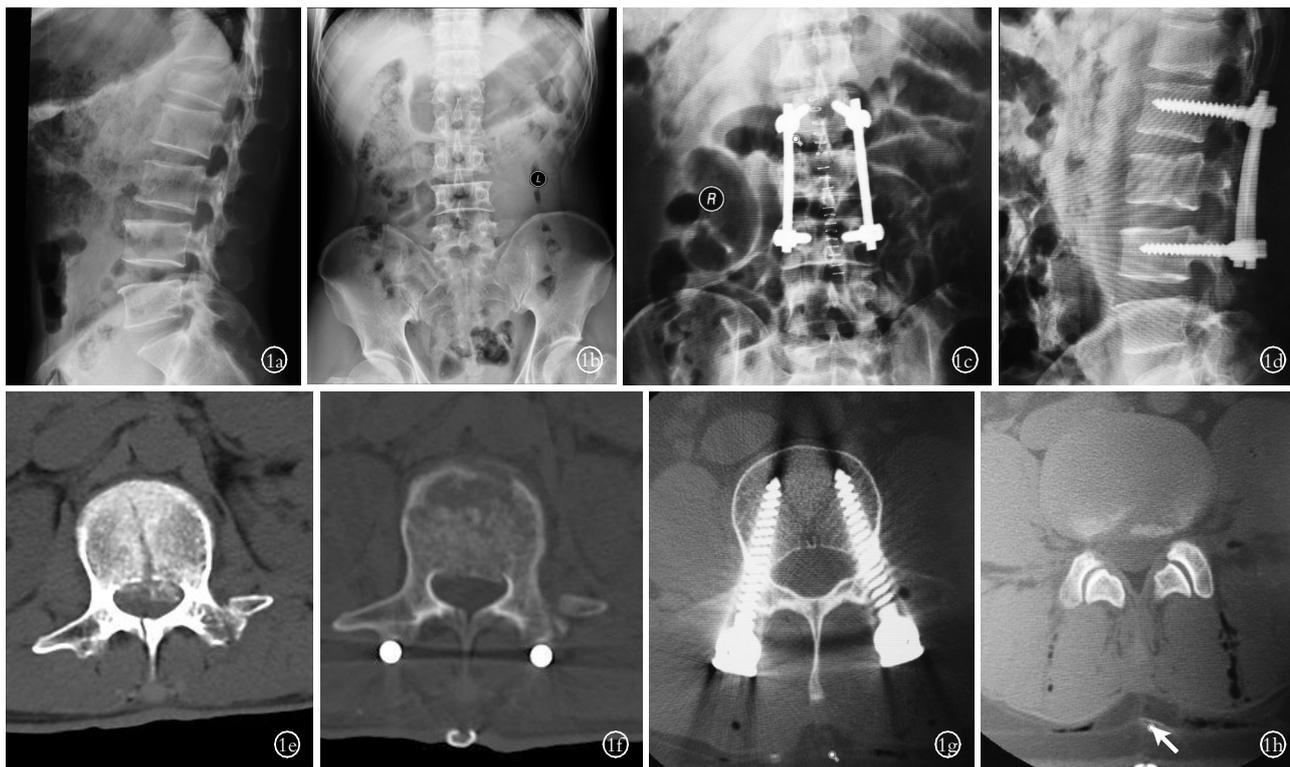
男,46 岁,L₁爆裂骨折 1a. 术前 X 线侧位片 1b. 术前 X 线正位片 1c. 术后 2 d X 线正位片 1d. 术后 2 d X 线侧位片 1e. 术前 CT 可见椎体后缘骨块椎管内占位 1f. 术后 2 d CT 可见椎体后缘椎管内骨块占位明显改善 1g. 术后 2 d CT 可见椎弓根钉位置良好,棘突旁肌肉组织结构完整 1h. 术后 2 d CT 可见经肌间隙入路手术痕(箭头所示)
